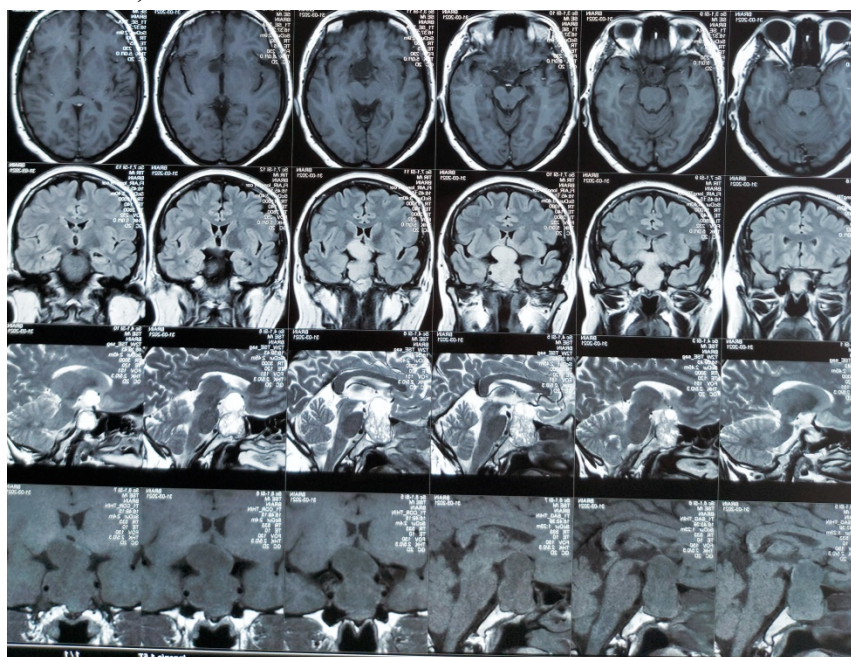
МРТ данные пациентки с макроаденомой гипофиза.
